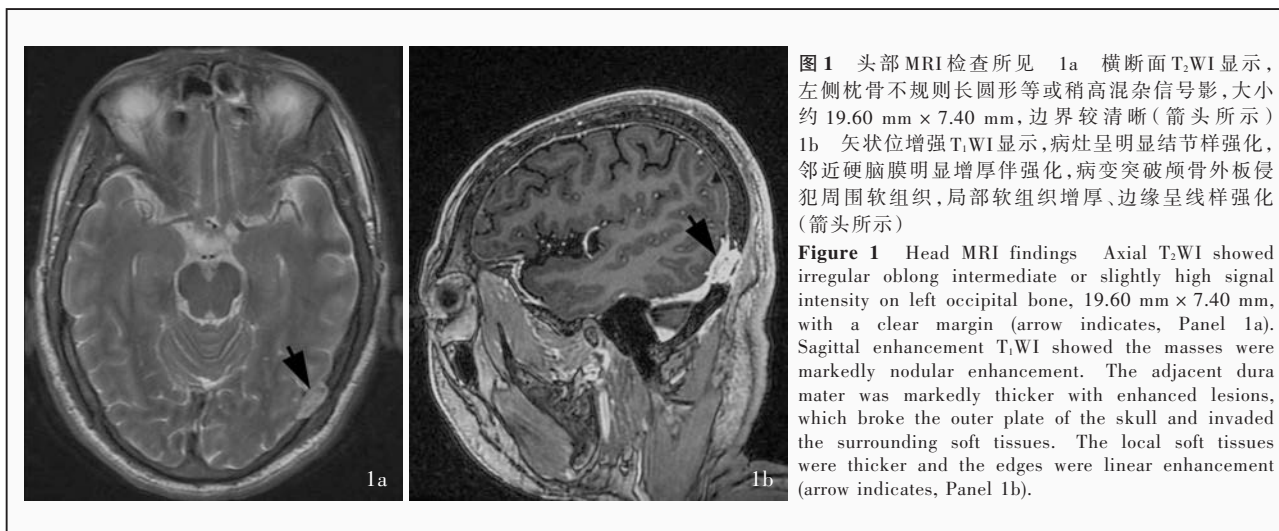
头部 MRI 检查所见 1a 横断面 T₂WI 显示, 左侧枕骨不规则长圆形等或稍高混杂信号影, 大小约 19.60 mm × 7.40 mm, 边界较清晰 (箭头所示) 1b 矢状位增强 T₁WI 显示, 病灶呈明显结节样强化, 邻近硬脑膜明显增厚伴强化, 病变突破颅骨外板侵犯周围软组织, 局部软组织增厚、边缘呈线样强化 (箭头所示)
